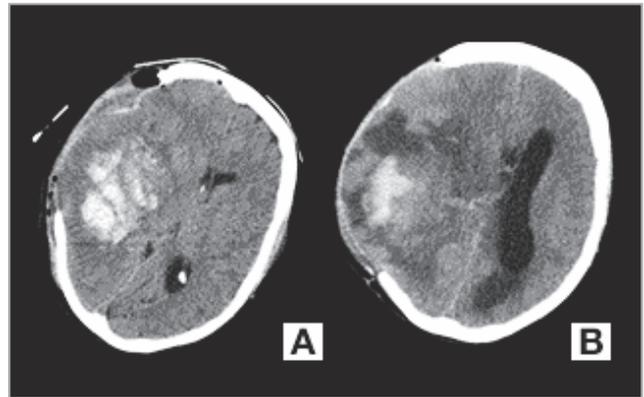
A) Neuro-imagem (TC) após a primeira intervenção cirúrgica; B) Neuro-imagem (TC) após agravamento do estado neurológico
